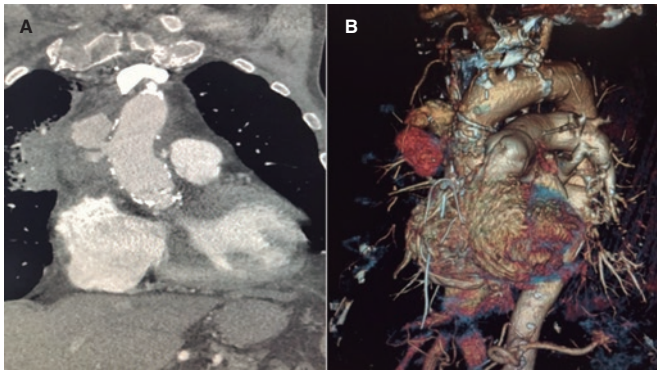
Angiotomografía computarizada aórtica con contraste. Plano coronal (A) y reconstrucción tridimensional (B). Se aprecia aterosclerosis extensa en la aorta ascendente con calcificación difusa. Solución de continuidad en la pared lateral de la aorta ascendente con extravasación de contraste, contenida por la adventicia o los tejidos circundantes, formando un pseudoaneurisma sacular parcialmente trombosado con cuello estrecho.
